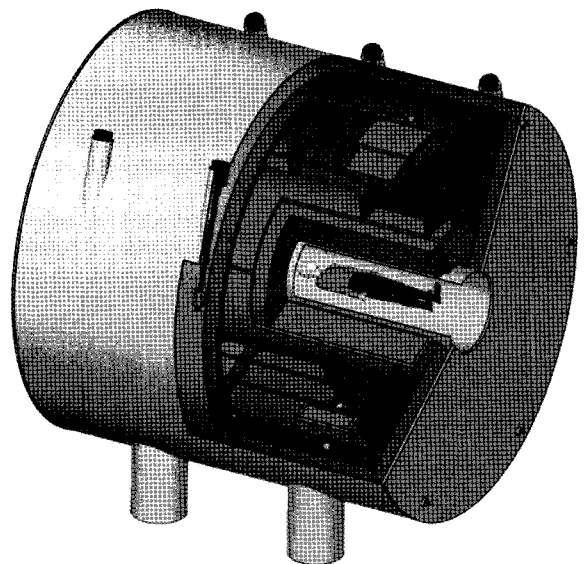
11.75 T 전신촬영용 MRI 개략도.
